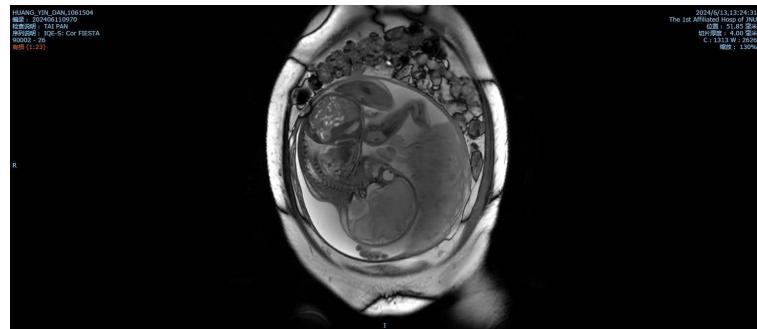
Abdominal MRI images
